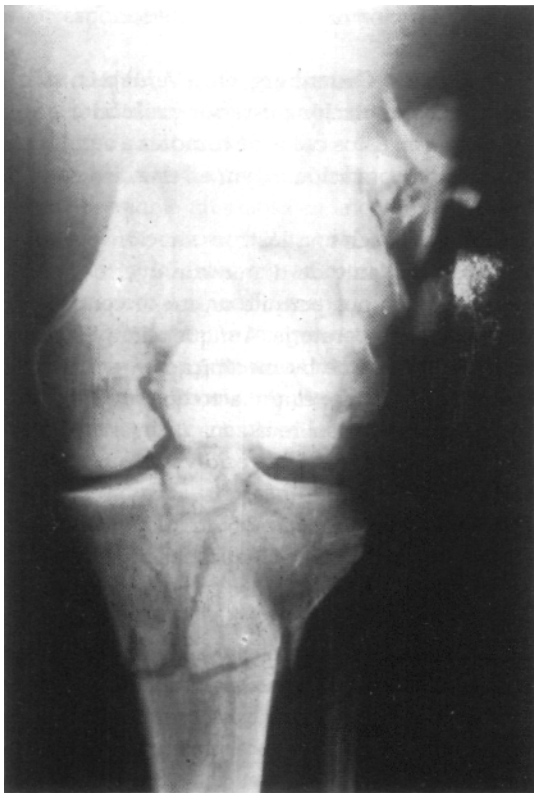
Radiografía de ingreso, gran conminución supracondílea, expuesta, más fracturas intraarticulares femorales y tibiales.
